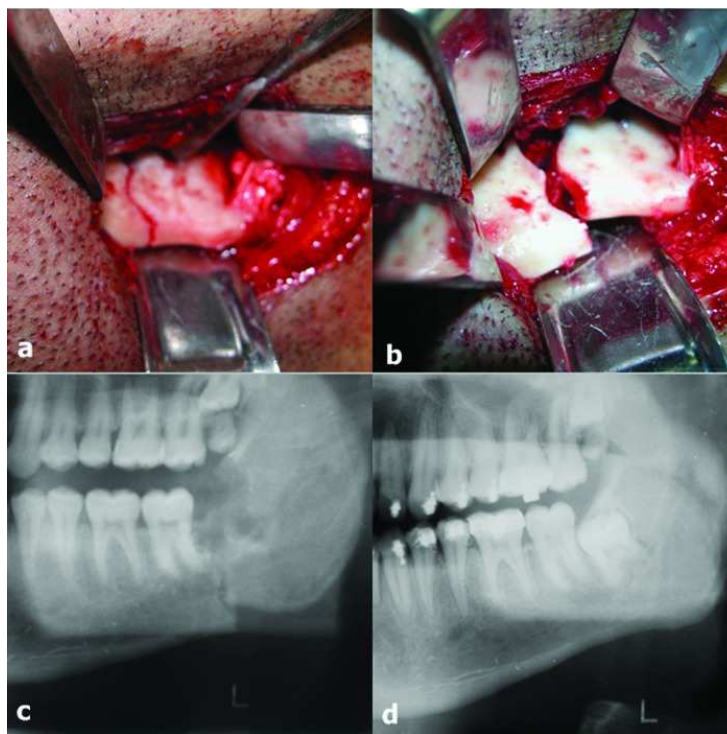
(a, b) approche extra-oral d'une fracture mandibulaire après avulsion de la dent n°38 ; (c) radiographie panoramique post opératoire ; (d) radiographie pré-opératoire. (31)
